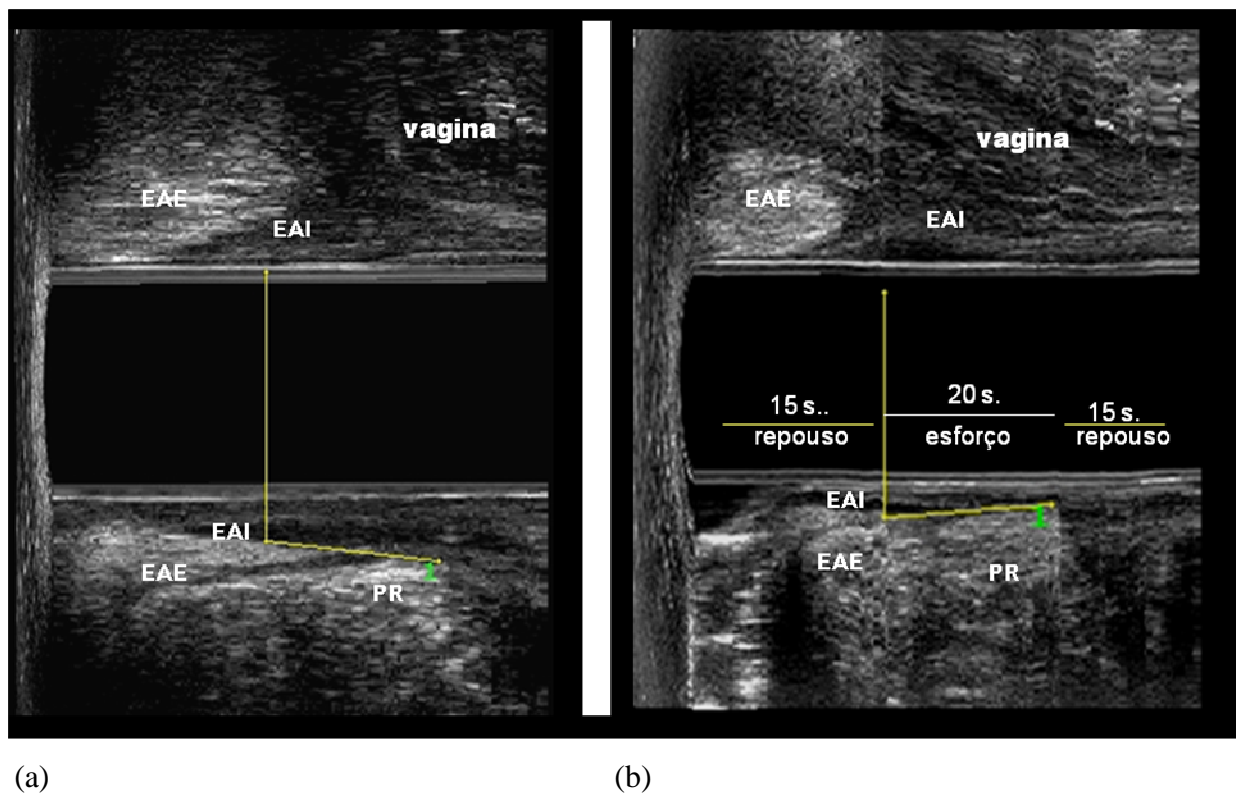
Paciente “27” com anismus à ecodfecografia. Houve redução no ângulo anorretal comparado repouso com esforço evacuatório.
